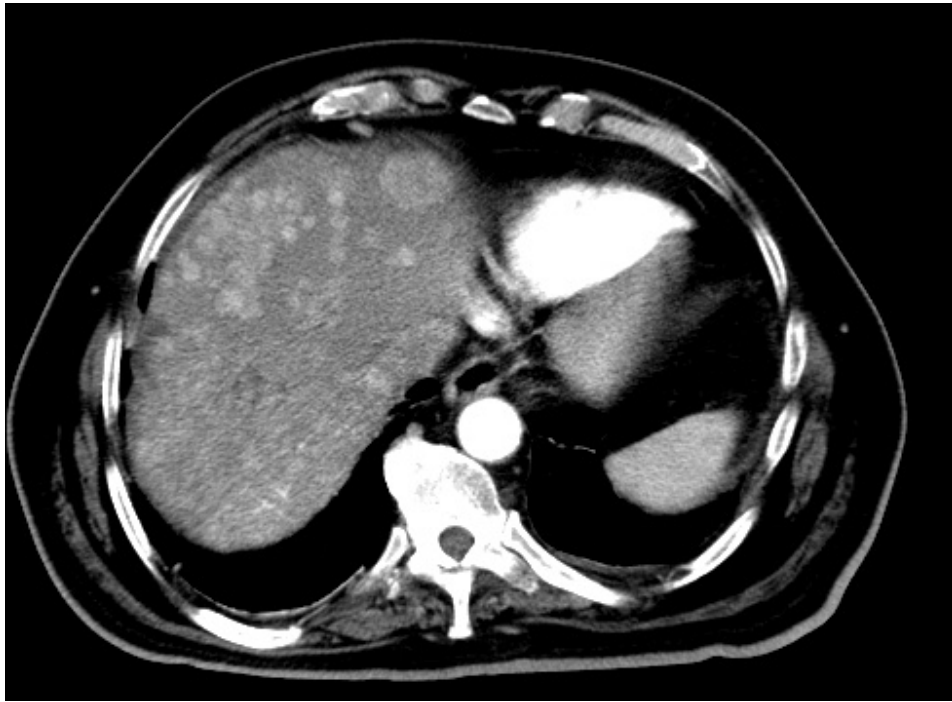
Immagini TC in fase arteriosa di un epatocarcinoma (multi focale)
